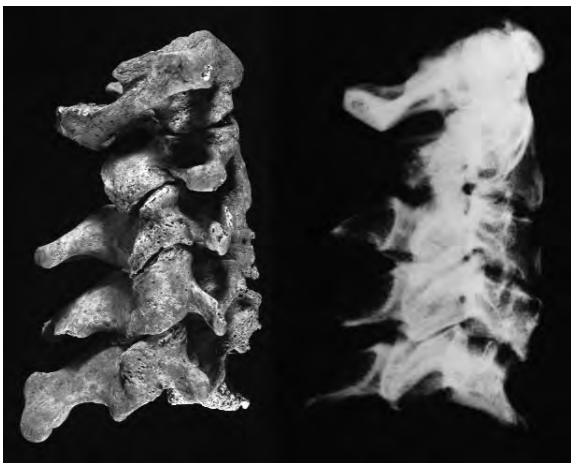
Vista lateral de la columna cervical i radiografia que mostra la lesió de l'esquelet núm. 268 de Notre-Dame-Du-Bourg.
